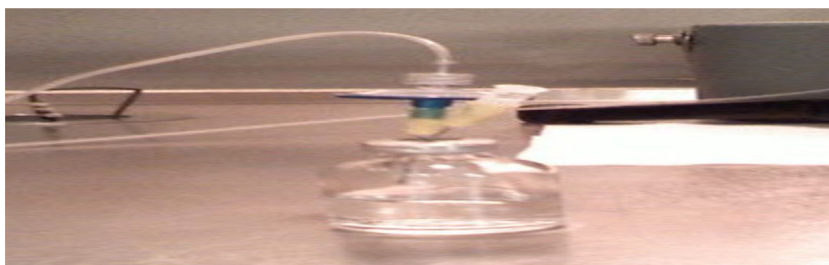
FDG producto final purificado y esterilizado.
